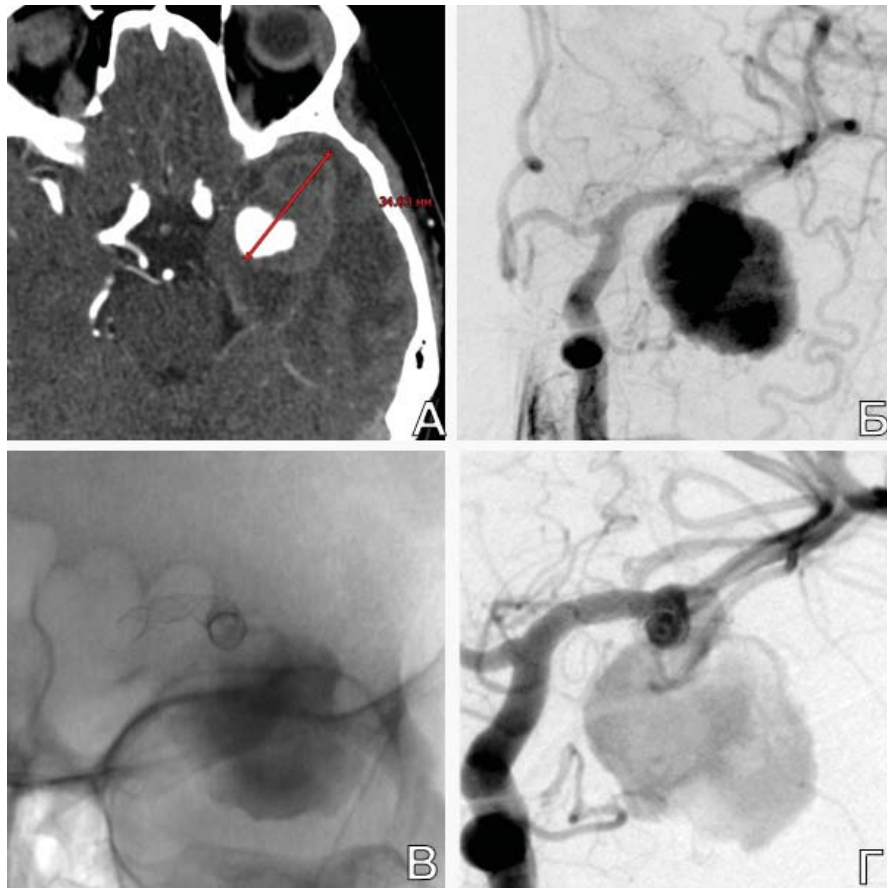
Имплантация потокового стента на уровне гигантской ЧТА М1-сегмента СМА слева у пациентки Р., 58 лет. А. КТ с к/у до операции: определяется гигантская ЧТА СМА слева; Б. ЦАГ до операции: определяется контрастируемая часть гигантской ЧТА М1-сегмента СМА слева; В. краниография интраоперационная: видно положение установленного на уровне аневризмы стента; Г. ЦАГ после установки стента: видно замедление кровотока в аневризме, что проявляется ее более слабым контрастированием
